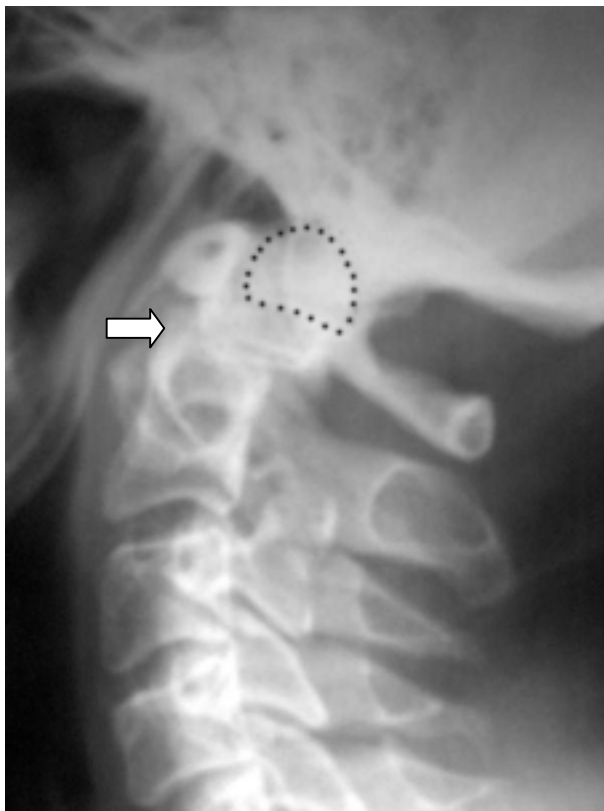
Radiografía de columna cervical dinámica (extensión). Desplazamiento del os odontoiideo. Inestabilidad-subluxación posterior de C1-C2.
